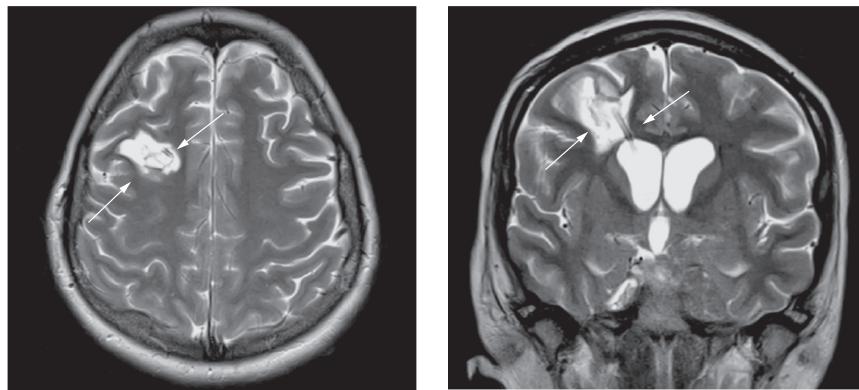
(продолжение). МРТ головного мозга в коронарной и аксиальной проекции в режиме T2 до внутривенного контрастирования и в режиме T1 после него:
